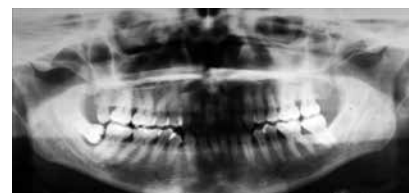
Radiografía de progreso de una paciente femenina de 40 años. Obsérvese la forma y longitud de las raíces de los incisivos superiores.
